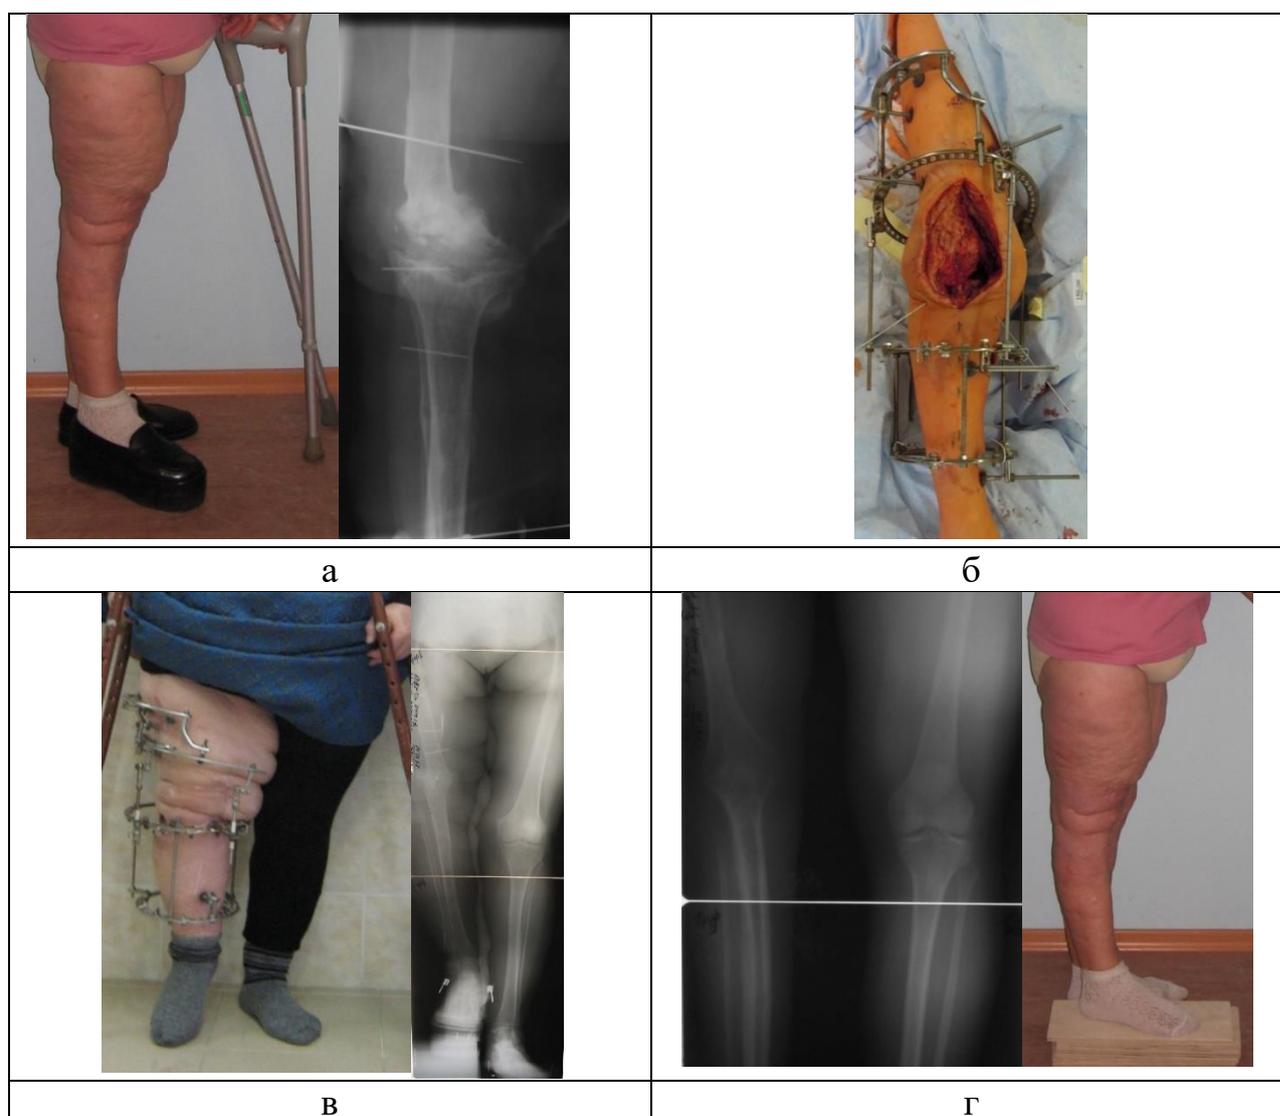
Артродез при помощи АВФ: а. – фотографии и рентгенограммы пациентки до операции; б. – интраоперационные фотографии концов костных фрагментов, наложение АВФ; в. – фотографии и рентгенограммы пациентки после операции; г. – фотографии пациентки через 1 год после операции
